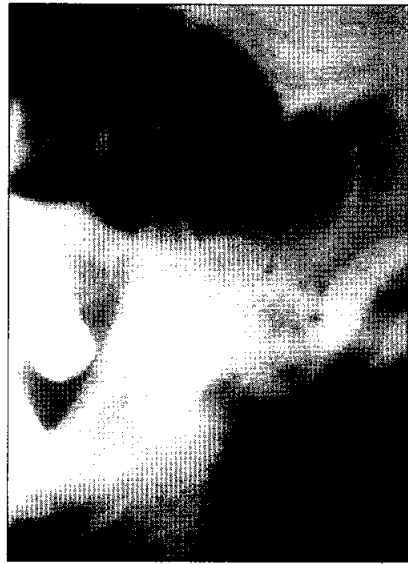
Postoperative radiograph. Favorable reduction of fragments was obtained. Radiolucent screw holes are observed.
